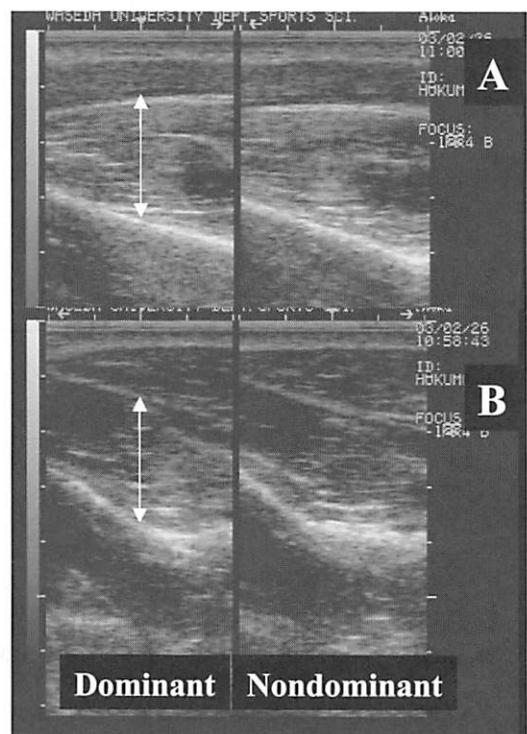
Ultrasound images of supraspinatus (A) and infraspinatus (B) muscles
